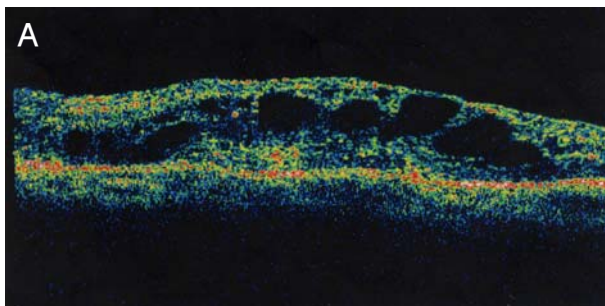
Optical coherence tomographs with abnormal foveal contour before photodynamic therapy (A) and improved foveal contour after the second photodynamic therapy (B).
